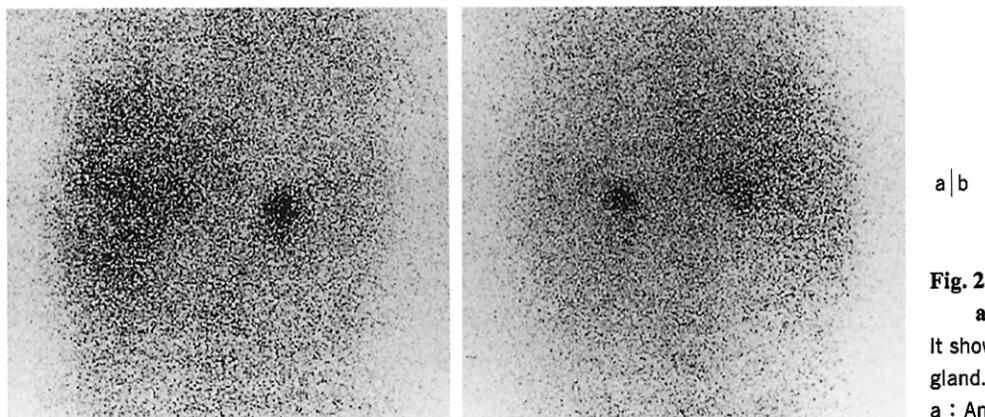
Adrenal tumor in iodine-131 adsterol scintigram
